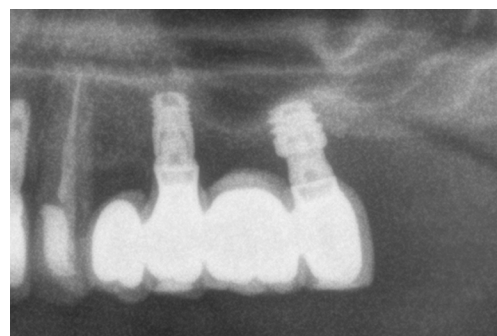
Radiografía final a los 2 años de seguimiento. Podemos observar el mantenimiento de la estabilidad lograda a largo plazo con el implante de 4,5 mm y el aumento en la altura y densidad ósea de la zona.
